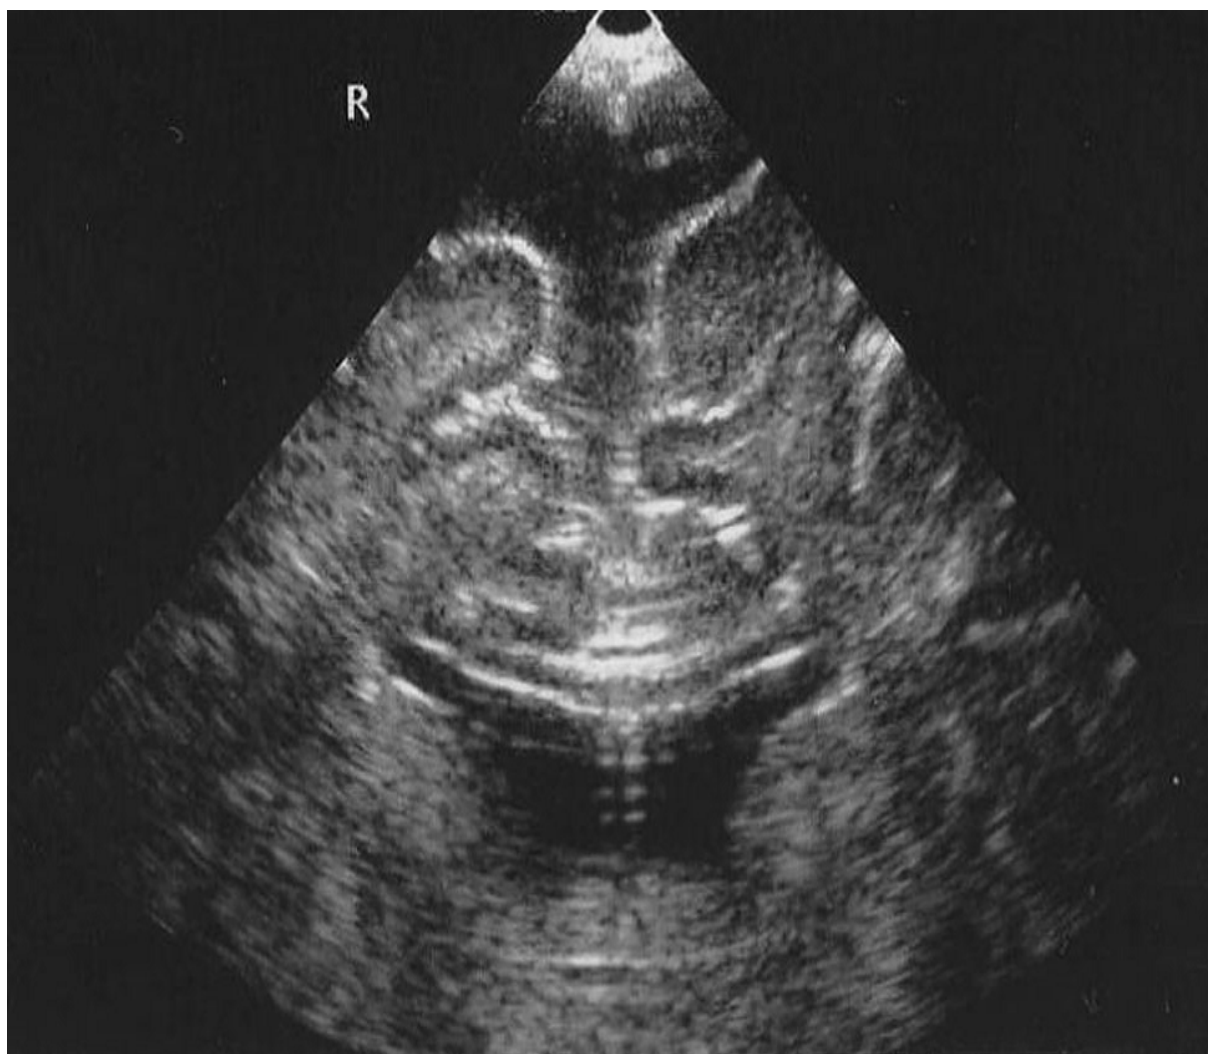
Résultats échographiques du patient à l'âge de 4 mois. Notons une échostructure homogène et hyperéchogène de la substance blanche et de la ligne épendymaire [87].
